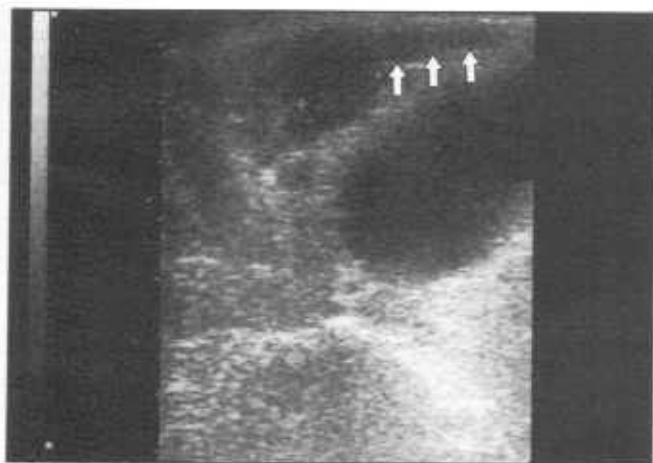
Эхограмма предстательной железы (ТРУЗИ, продольный срез). Раковый процесс в виде гипозоногенной зоны в центральной зоне распространяется по семявыбрасывающим протокам в семенные пузырьки. Семенные пузырьки отмечены стрелками.
